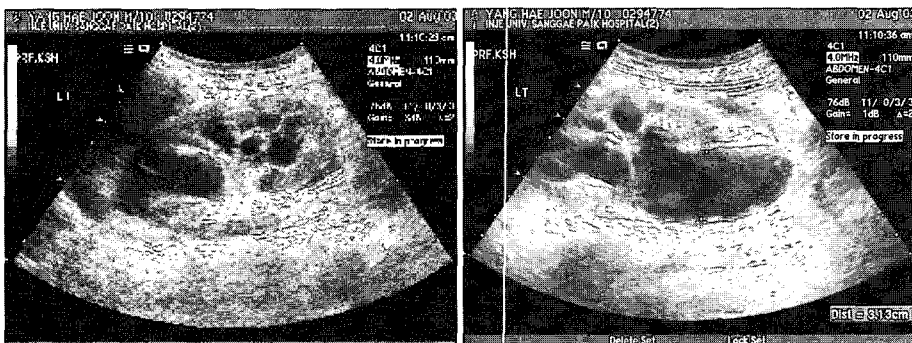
Renal ultrasonography shows hydronephrosis and hydroureter in the proximal portion.
